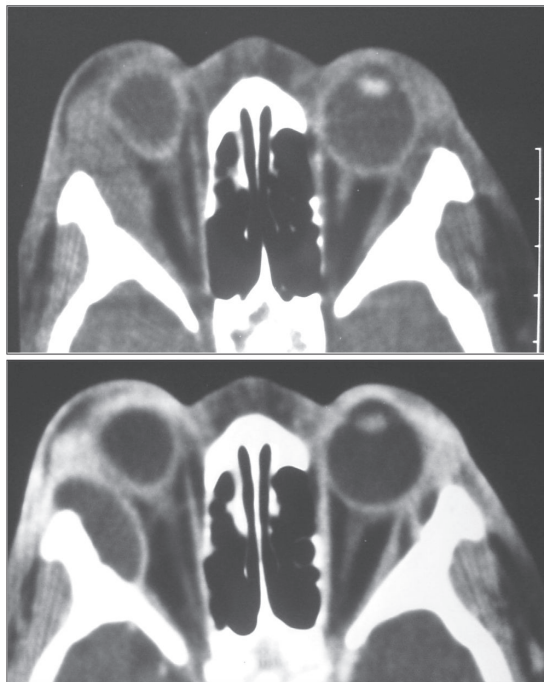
Abscesso subperiosteal bilateral -paciente masculino, 12 anos, portador de anemia falciforme, relatando febre e proptose à direita há 2 dias, com leucocitose; TC no plano axial pré (A) e pós-contraste (B); coleção subperiosteal no quadrante lateral da órbita direita, com realce periférico pelo meio de contraste (seta grande), promovendo proptose e deslocamento medial do globo ocular; notar coleção menor simétrica à esquerda (seta pequena)
